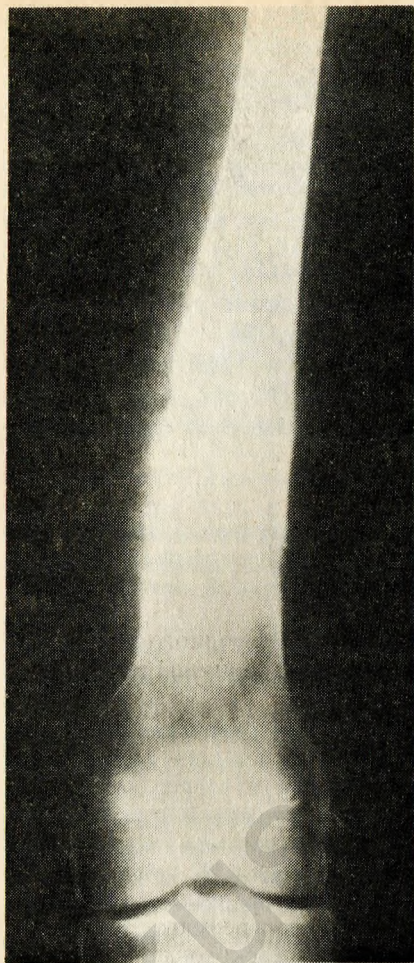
Рентгенограмма дистального отдела бедренной кости. Корковый слой кости разрушен опухолью, в которой видны очаги кальцификации.
